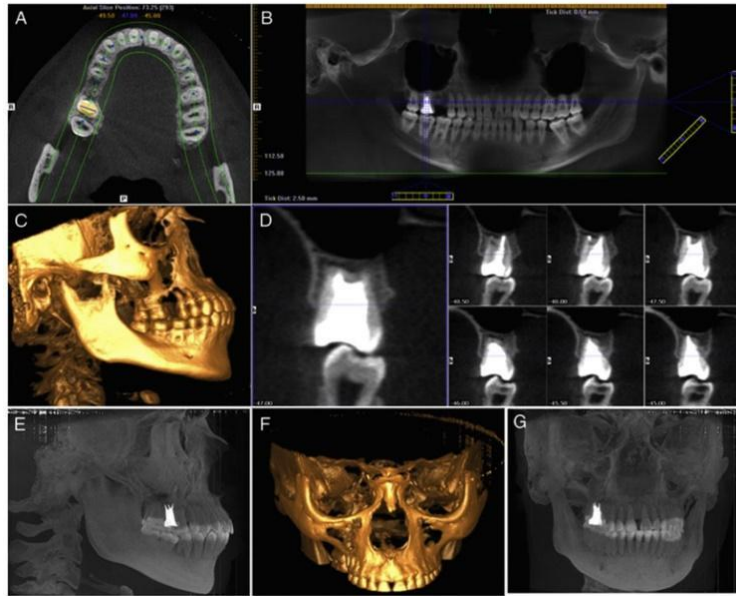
Tomografías de haz de cono
